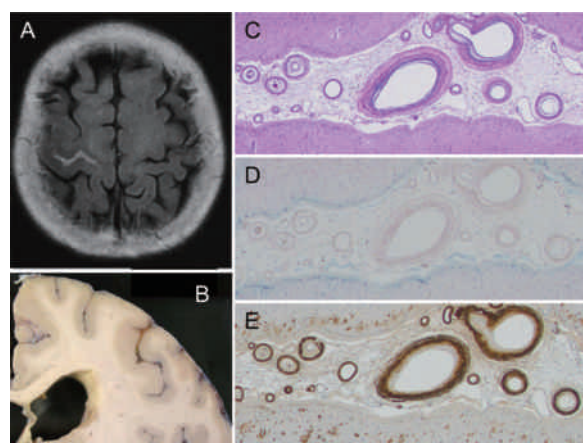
脳溝内に局限している出血例。A : 初回入院時の MRI。右 central sulcus 内に高信号域を認める。B : 右 central sulcus の xanthochromia。脳実質の破壊は見られない。C-E : central sulcus 内の血管。破裂血管は識別できない。C は HE-victoria blue 染色, D は鉄染色, E は A β による免疫染色をそれぞれ示す。
